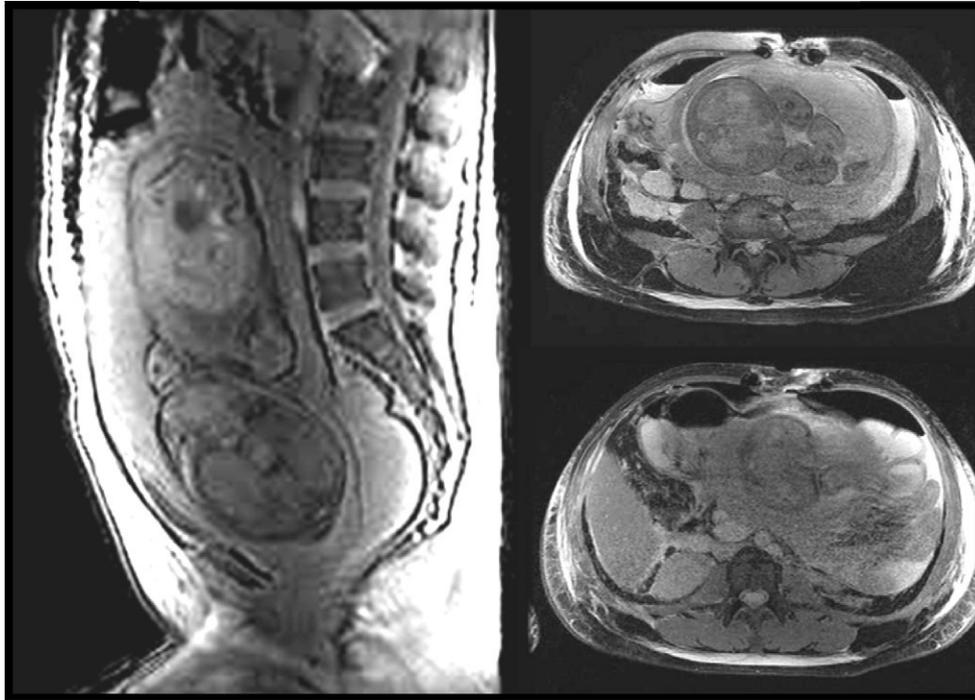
Imágenes de cortes de resonancia magnética sagital y axiales (a la derecha) donde se observa nuevamente neumoperitoneo que se hace más evidente en la zona periuterina.
